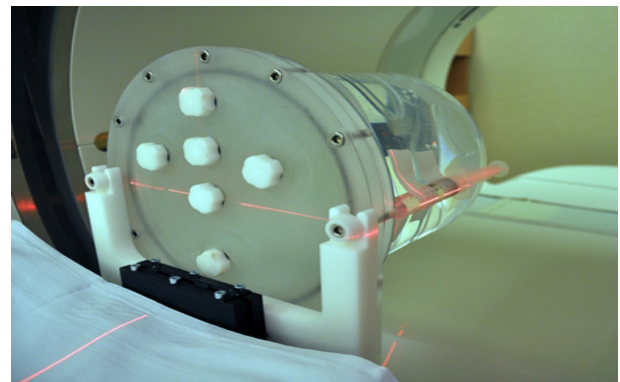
10 cc syringe was attached to NEMA 1994 PET Phantom.
